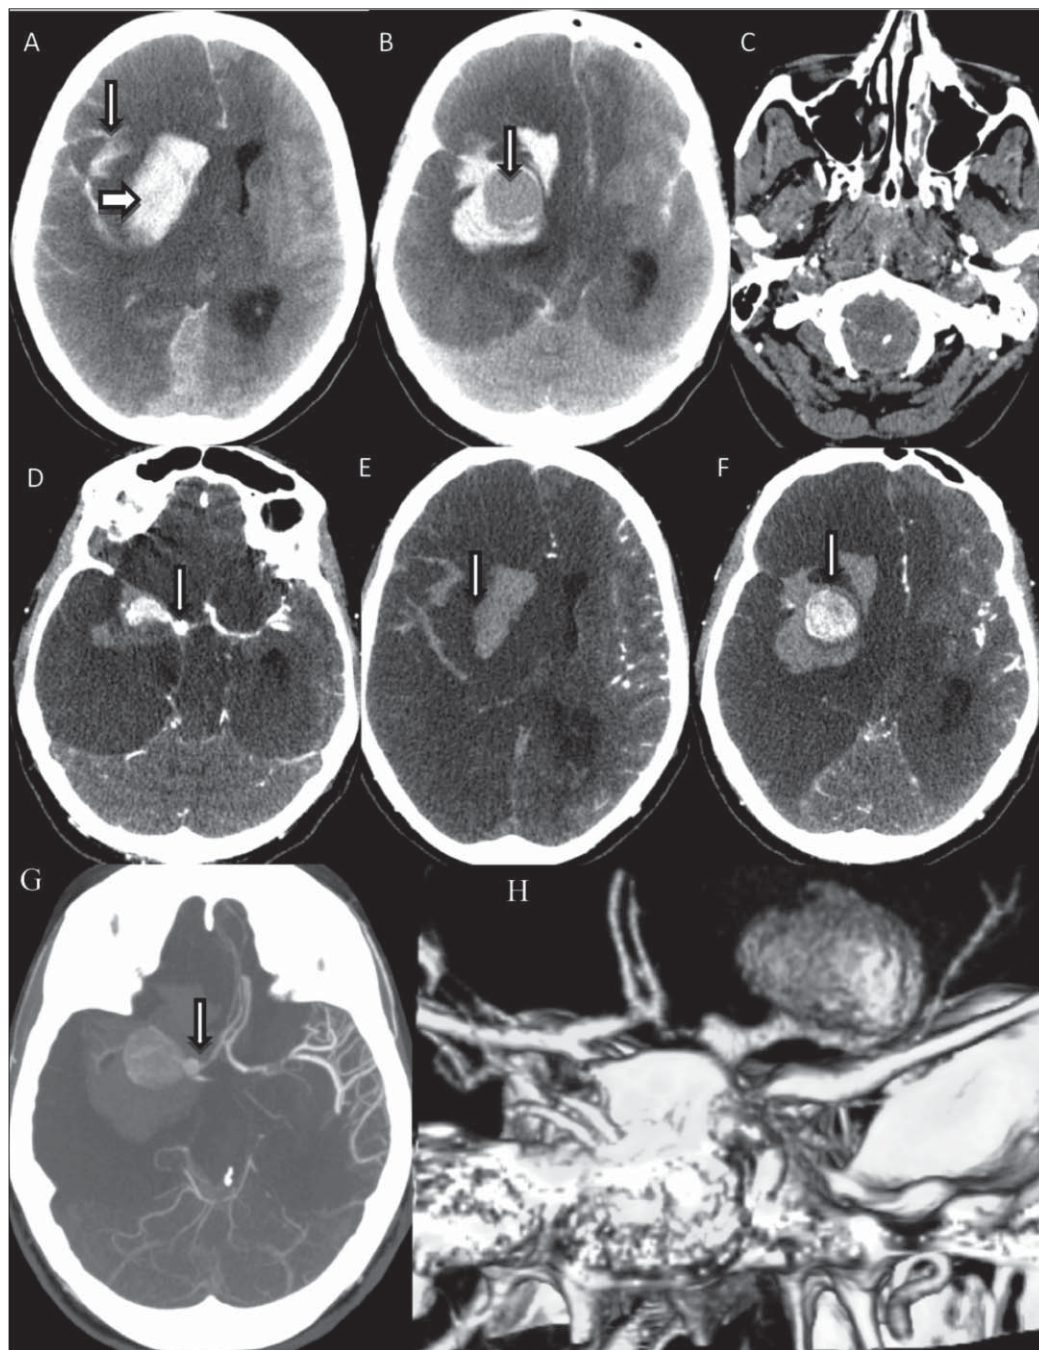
F, 33 ani. A, B – Tomografie computerizată non-contrast. Hematom intracerebral acut (A, săgeată groasă), hemoragie subarahnoidală, gradul 4 după Fisher (A, săgeată îngustă), formațiune rotundă hipodensă la baza hematomului (B, săgeată). Edem cerebral global exprimat, deplasarea contralaterală a structurilor cerebrale medii. C, D, E, F – Imagini ACT axiale primare. Herniere acută a amigdalelor cerebeloase prin foramen magnum cu angajarea trunchiului cerebral (C). Regiunea colului anevrismal pe imagini axiale se vizualizează foarte îngust (D, săgeată), fapt ce nu s-a confirmat pe imagini RV-3D (H, săgeată). Anevriism gigant al arterei cerebrale medii pe dreapta (F, săgeată). G – ACT PIM, vizualizare mai bună sacului anevrismal și a relației cu hematumul adiacent. H – RV-3D, vizualizare mai bună a colului larg anevrismal pe traiectul segmentului M1 al arterei cerebrale medii (H, săgeată) și relația anevrismului cu vasul matern.
